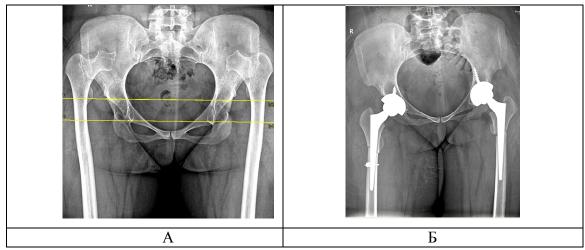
Рентгенограммы двусторонних ЭТБС методом подвертельной укорачивающей остеотомии (A — до операции; B — после операции)
